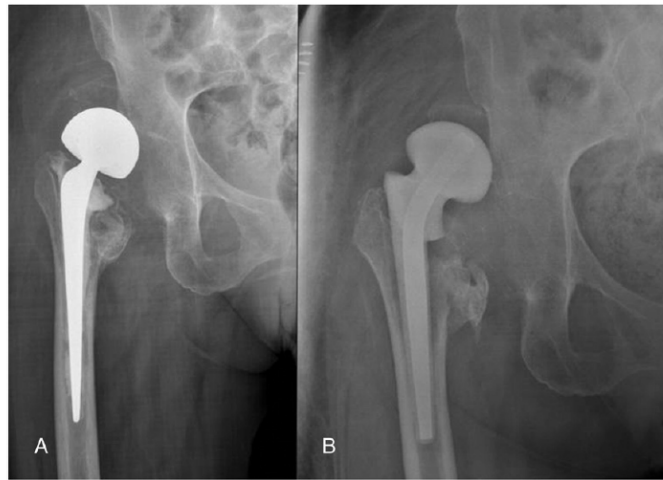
(A) This radiograph shows a dislocated hemiarthroplasty in a patient with chronic hip infection. (B) The same patient with a spacer's dislocation.
